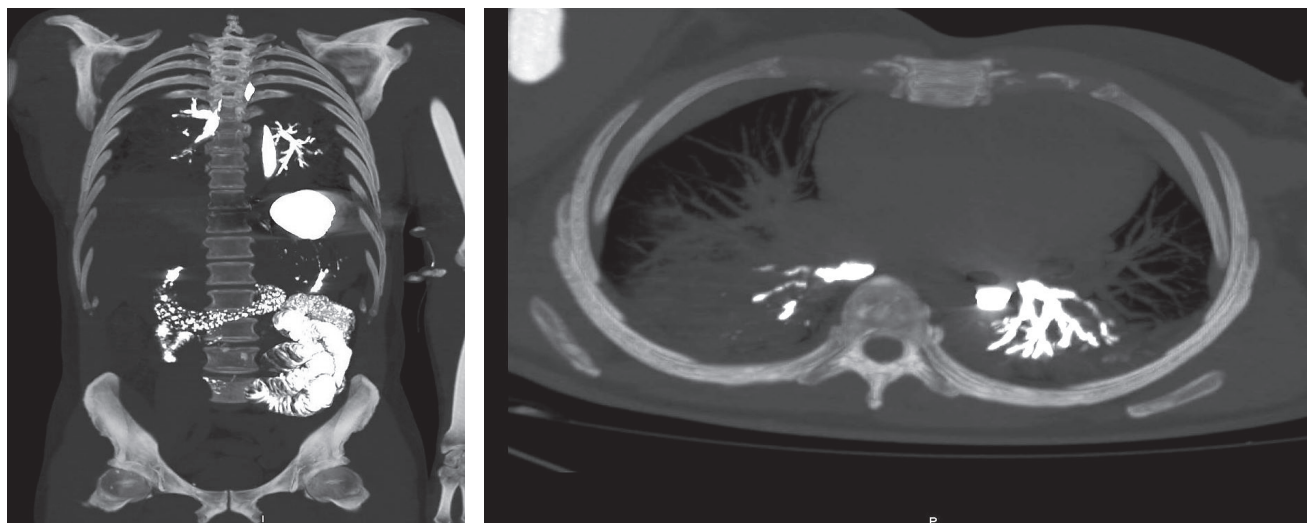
Пациенту за некоторое время до смерти проводили рентгенологическое исследование пищевода и желудка с бариевой взвесью. На посмертных КТ контраст хорошо визуализируется в трахее и бронхах [18].
